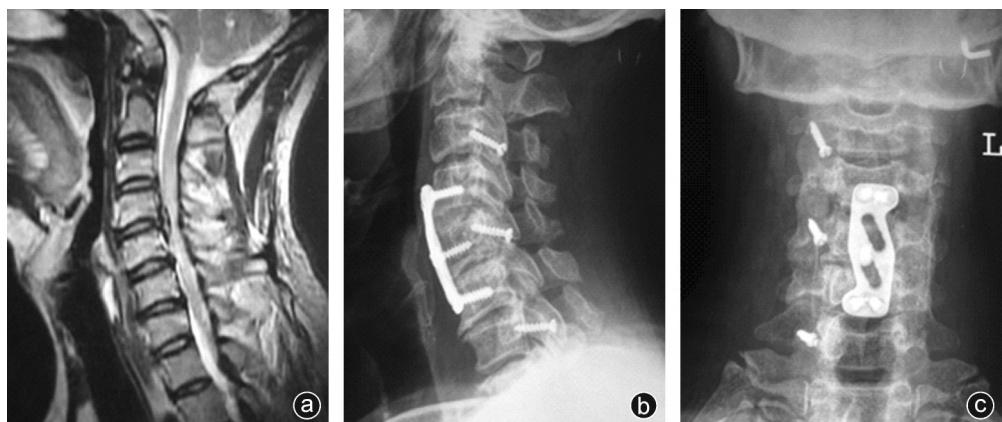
病人,女,55岁,前后“夹持型”合并颈椎失稳,行前后路联合手术 a:术前MRI示颈脊髓前后受压;b,c:术后内固定在位
